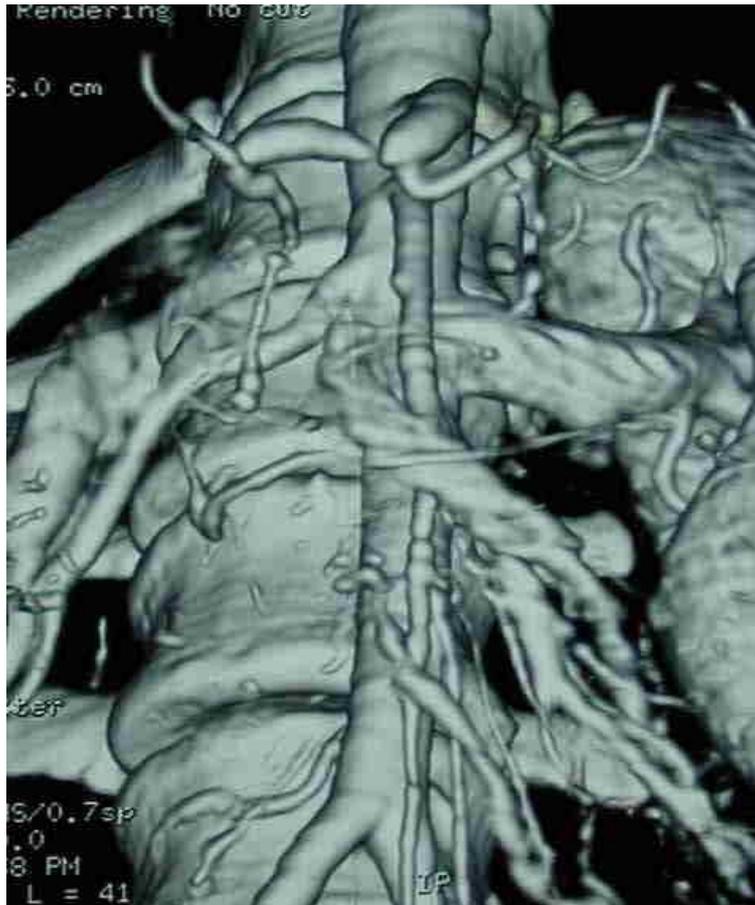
By-pass aorto-celiaco visualizzato all'esame TC di controllo a un mese.
